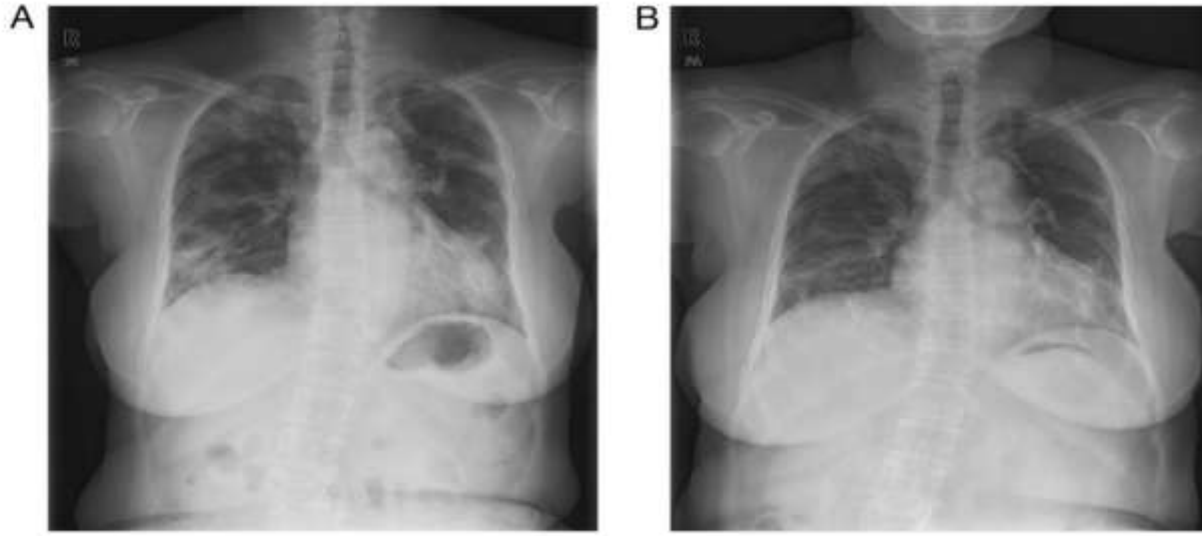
A, Initial chest radiograph shows multiple patchy pulmonary infiltration in both lungs. B, Interval improvement of pulmonary infiltration was seen 6 months after discontinuation of propylthiouracil.
